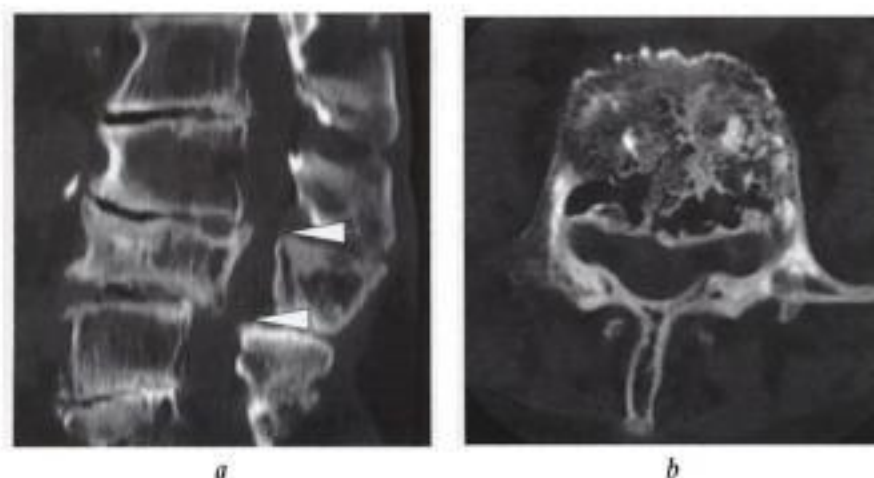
Rétrécissement canalaire lombaire sur atteinte pagétique. TDM en coupes a) sagittale reformatée et b) transversale : atteinte pagétique de L3 dont les mensurations antéro-postérieures sont supérieures à celles des vertèbres voisines, se combinant à des discopathies sévères et à un rétrolisthésis de L3 sur L4, déterminant un rétrécissement canalaire particulièrement sévère en regard des deux angles postérieurs de L3 (têtes de flèches en a). La coupe transversale (b) montre les remaniements pagétiques hétérogènes, avec dédifférenciation cortico-trabéculaire, épaissement et aspect fibrillaire du réseau trabéculaire.
